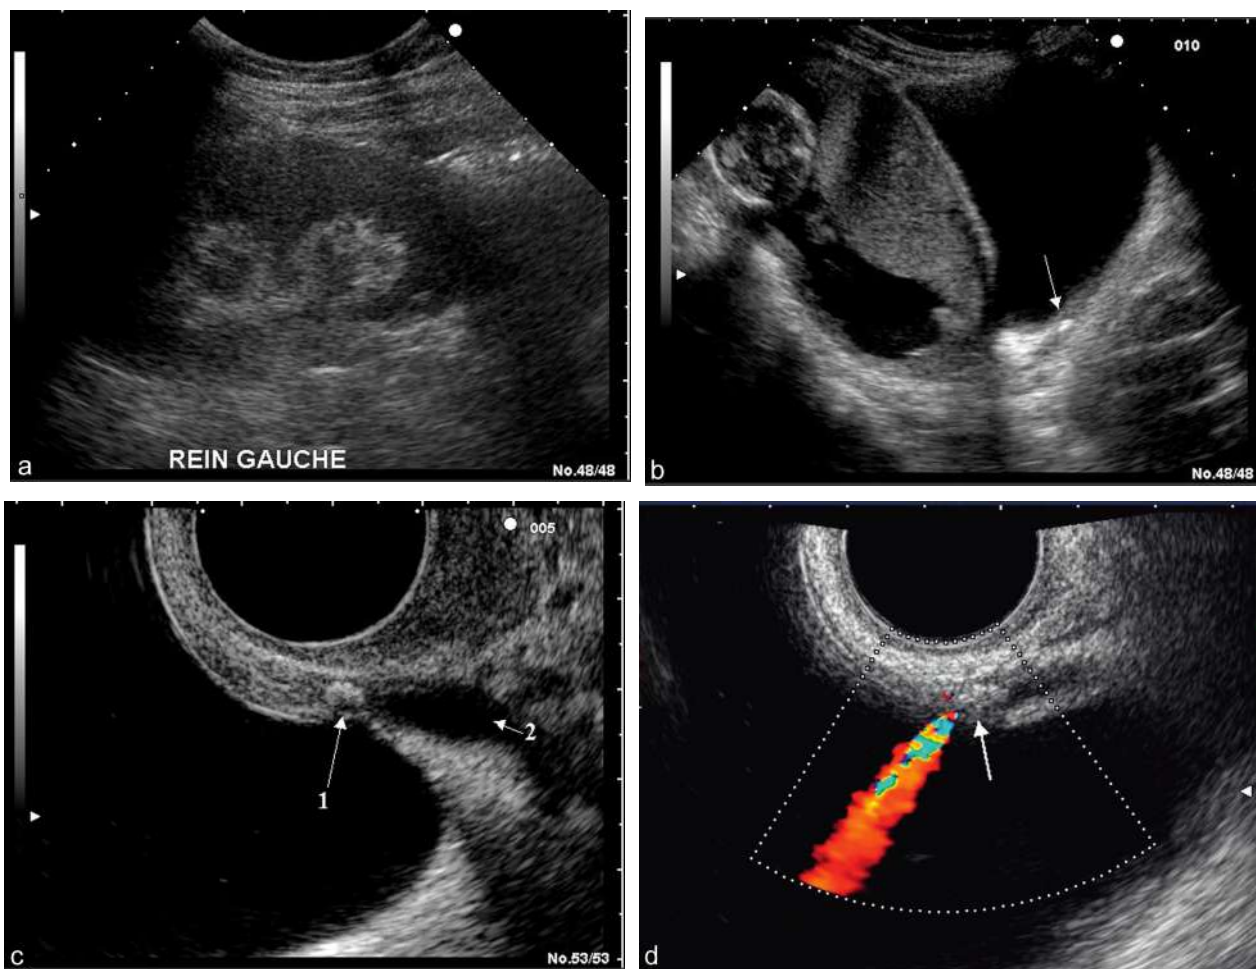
Lithiase du bas uretère. a. Douleurs lombaires et pelviennes gauches à 14 SA. L'échographie ne montre pas de dilatation du rein gauche. b. L'échographie pelvienne sus-pubienne ne montre pas d'anomalie annexielle, mais suspecte une petite image échogène rétrovésicale en dessous de l'utérus gravide (→). c. L'échographie vaginale confirme la présence d'un calcul du méat urétéral (1) avec petite dilatation de l'uretère pelvien (2). d. La présence du jet uretérovésical en Doppler confirme le caractère partiellement obstructif du calcul ce qui explique l'absence de dilatation rénale gauche (voir vidéo 2.65).
